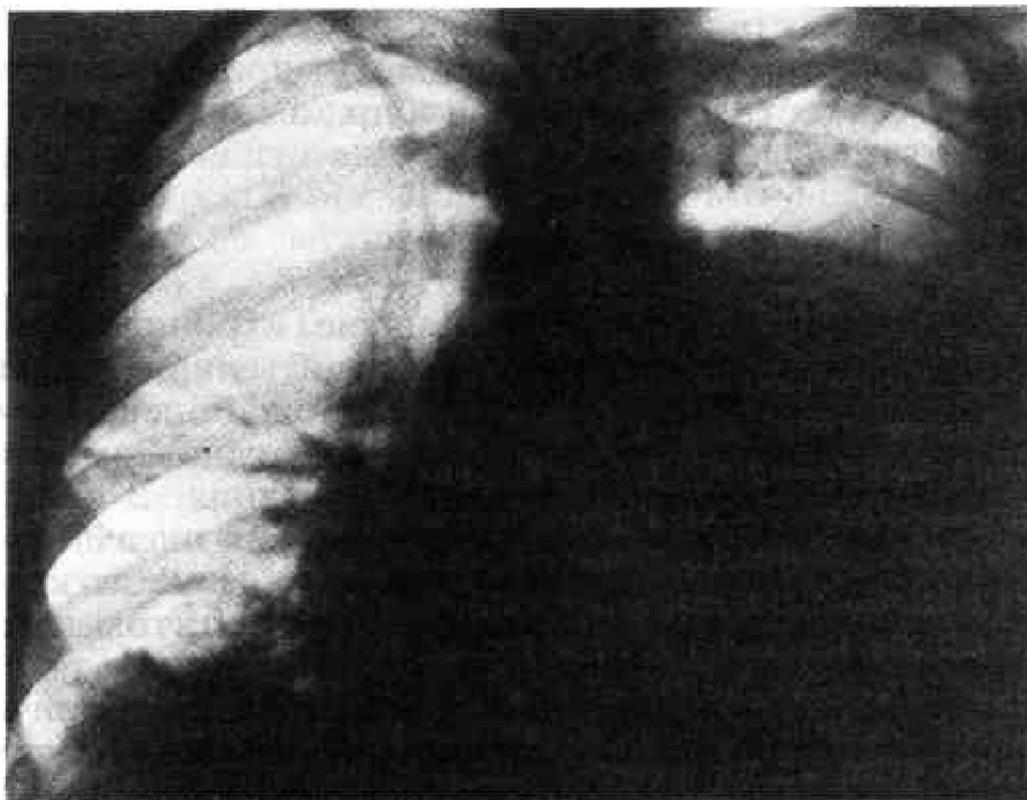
Рентгенограмма.
